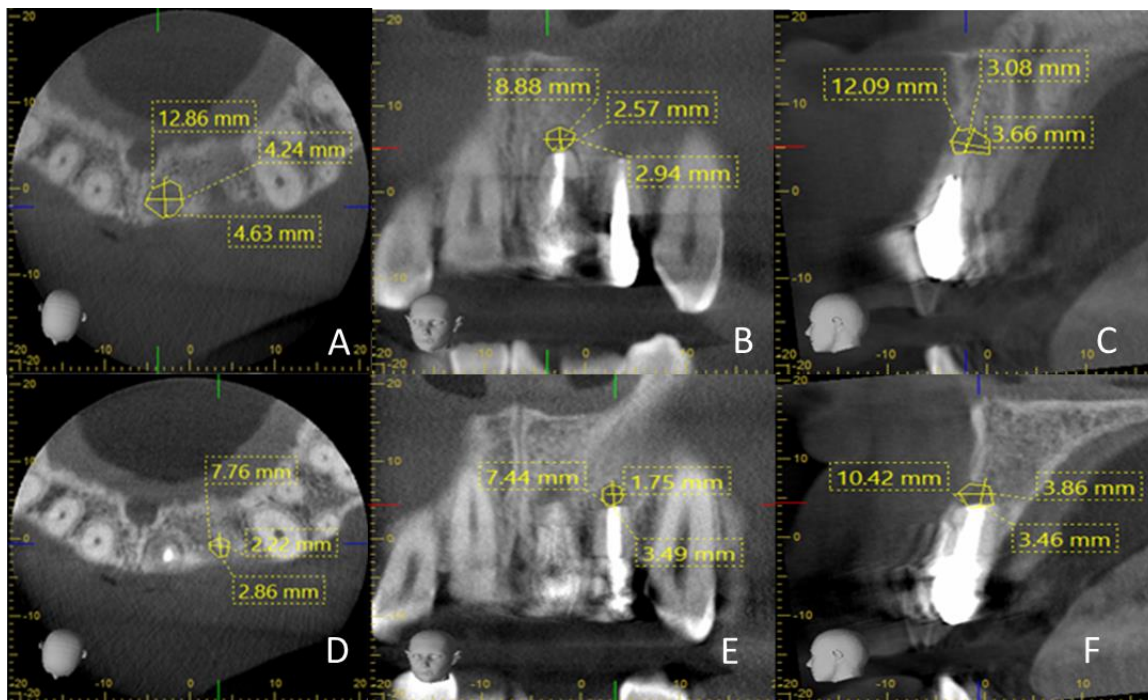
Imágenes CBCT del caso 1 a los 3 meses (4A) Plano axial del 21 (4B) Plano coronal del 21 (4C) Plano Sagital del 21 (4D) Plano Axial del 22 (4E) Plano coronal del 22 (4F) Plano sagital del 22
